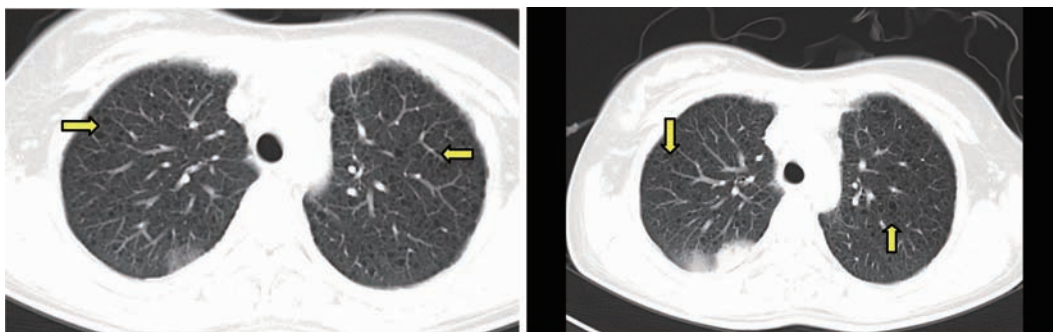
肺淋巴管肌瘤病患者高分辨 CT 检查发现肺部散在大量含气小囊腔,如箭头所示
